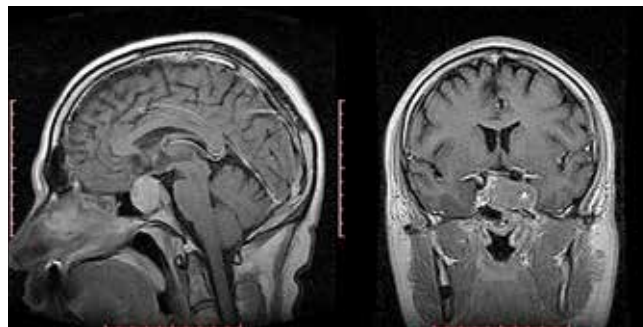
МРТ головного мозга с контрастированием от августа 2013 г.: выявляется эндо-супра-латеро (s) селлярная опухоль
